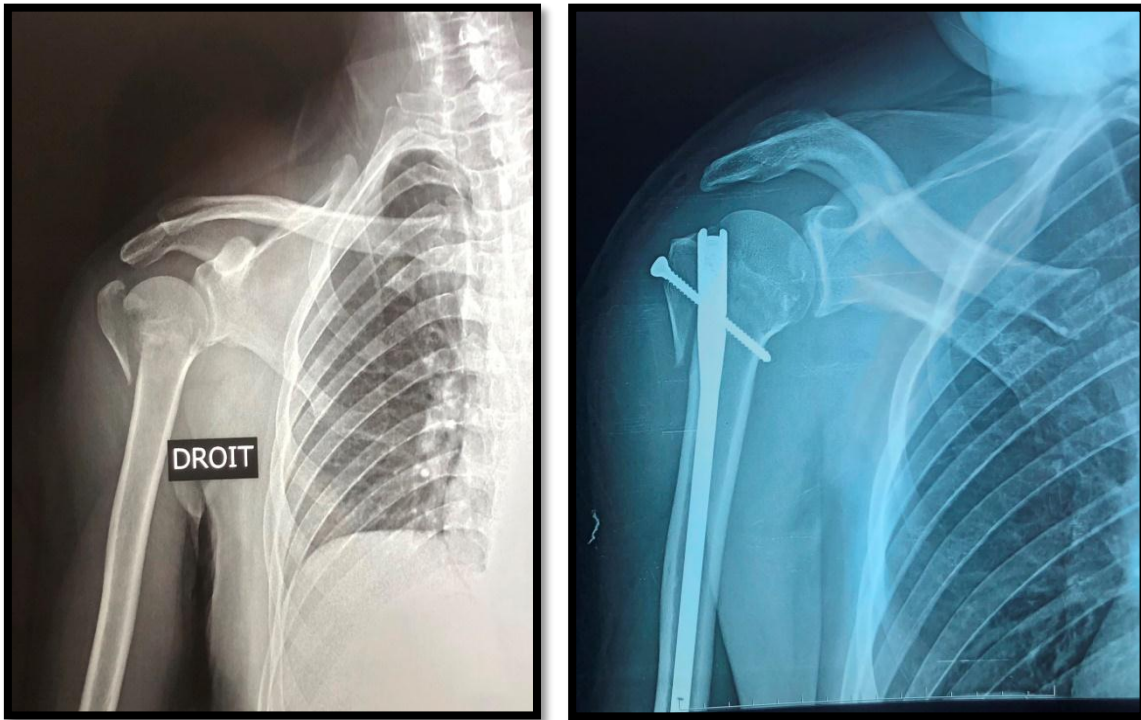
Radiographie de l'épaule droite face montrant une fracture à 3 fragments (à gauche) traitée par enclouage centro-médullaire (à droite) chez un de nos patients.
